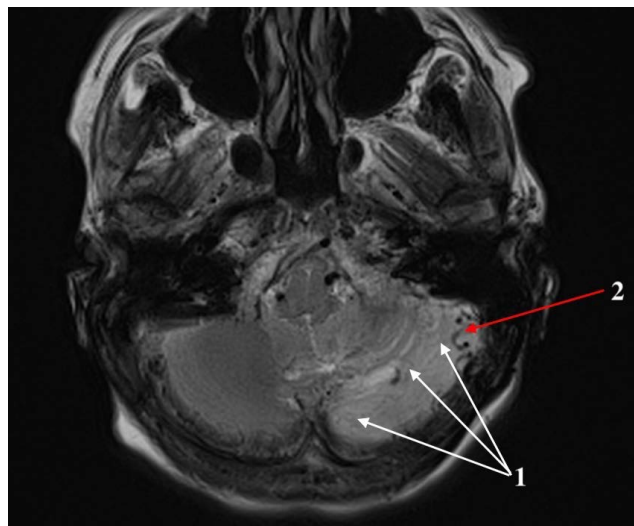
МРТ головного мозга, режим T1: 1 – ишемия в области левого полушария мозжечка за счет синдрома обкрадывания; 2 – расширенная сосудистая сеть приводящих артериальных афферентов в области поперечного и сигмовидного синусов
